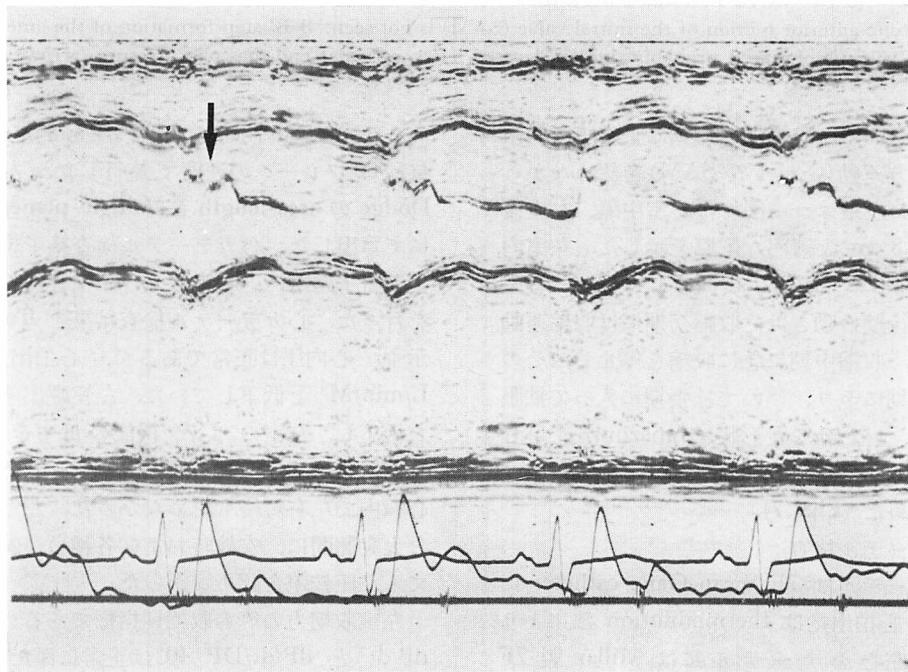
Aortic echocardiogram.
